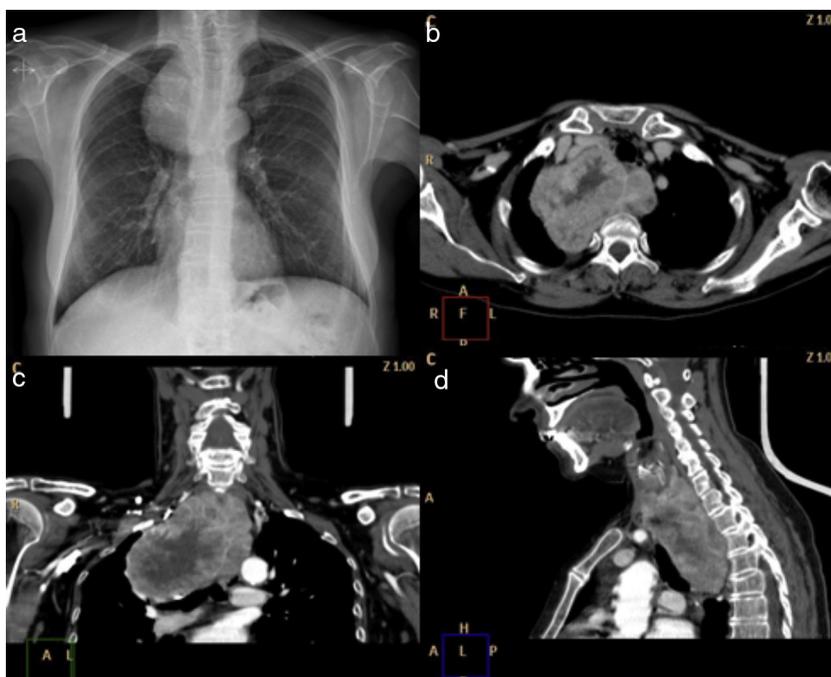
a) Radiografía de tórax preoperatoria. b) TC axial preoperatoria que muestra un gran BE situado en el mediastino. c) TC coronal que muestra una masa tiroidea posterior heterogénea. d) TC sagital que muestra un BE detrás de la tráquea y el cayado aórtico.
